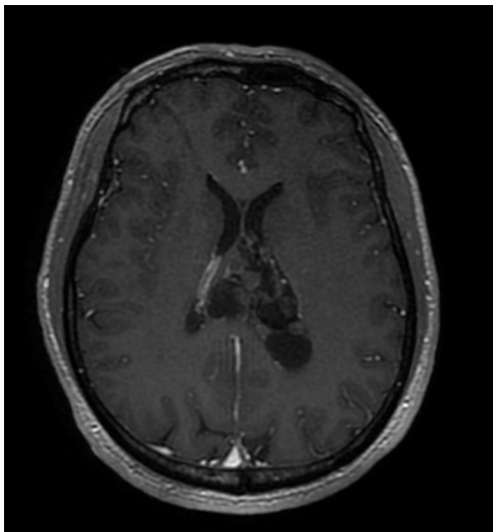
MRI显示肿瘤位于侧脑室, 增强后肿瘤轻度强化
